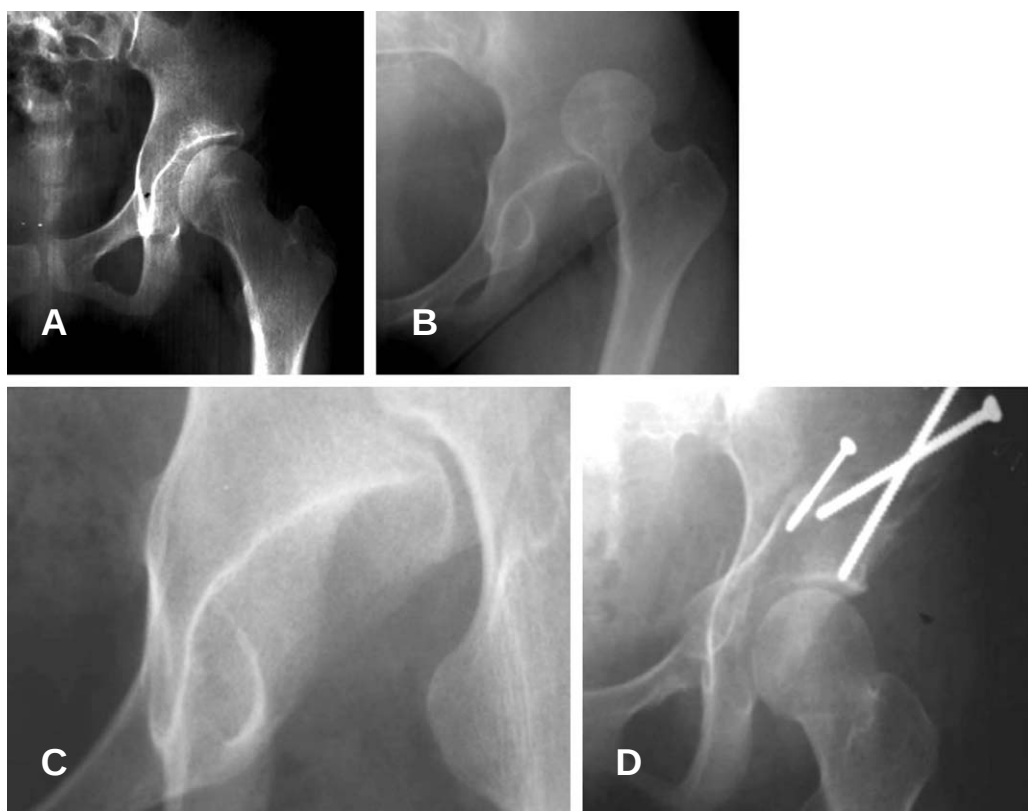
13세 여아로 고관절 이형성은 심하지 않으나 (CE각 8도, A), 비구 후염전으로 간헐적으로 고관절 후방 탈구가 발생하고 (B), 이에 대하여 베른 비구 주위 절골술을 실시하였다(C). 탈구된 방사선 사진에서 비구 전방 벽과 후방 벽이 고관절 중간 부위에서 교차되는 것(cross-over sign)을 잘 보이고 있다(D).
